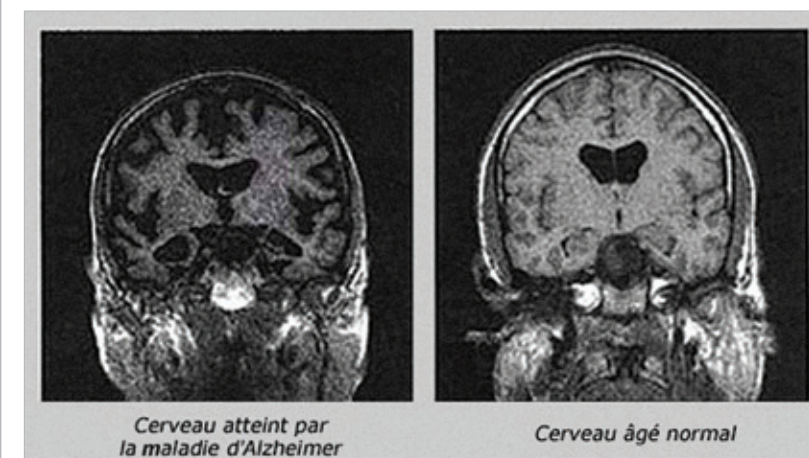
L'IRM d'un cerveau sain versus le cerveau d'un patient atteint d'Alzheimer. On observe une différence entre les deux IRM. Le cerveau atteint de la maladie d'Alzheimer semble beaucoup moins « rempli », il manque toute la substance grise. Quant à la substance blanche, elle est nettement moins présente que dans un cerveau normal.
